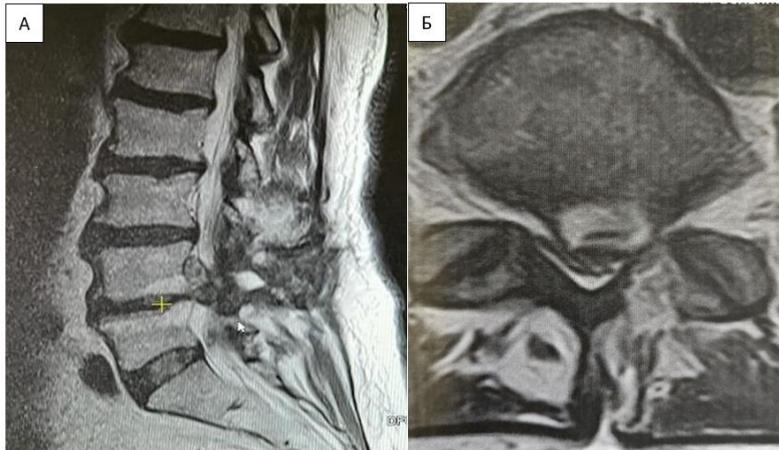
Предоперационные снимки МРТ. А - Сагиттальная МРТ, показывающая рецидивную грыжу на уровне L4-L5 с изменениями Modic-2. В - Аксиальная МРТ, показывающая грыжу и предыдущую гемиламинэктомию
